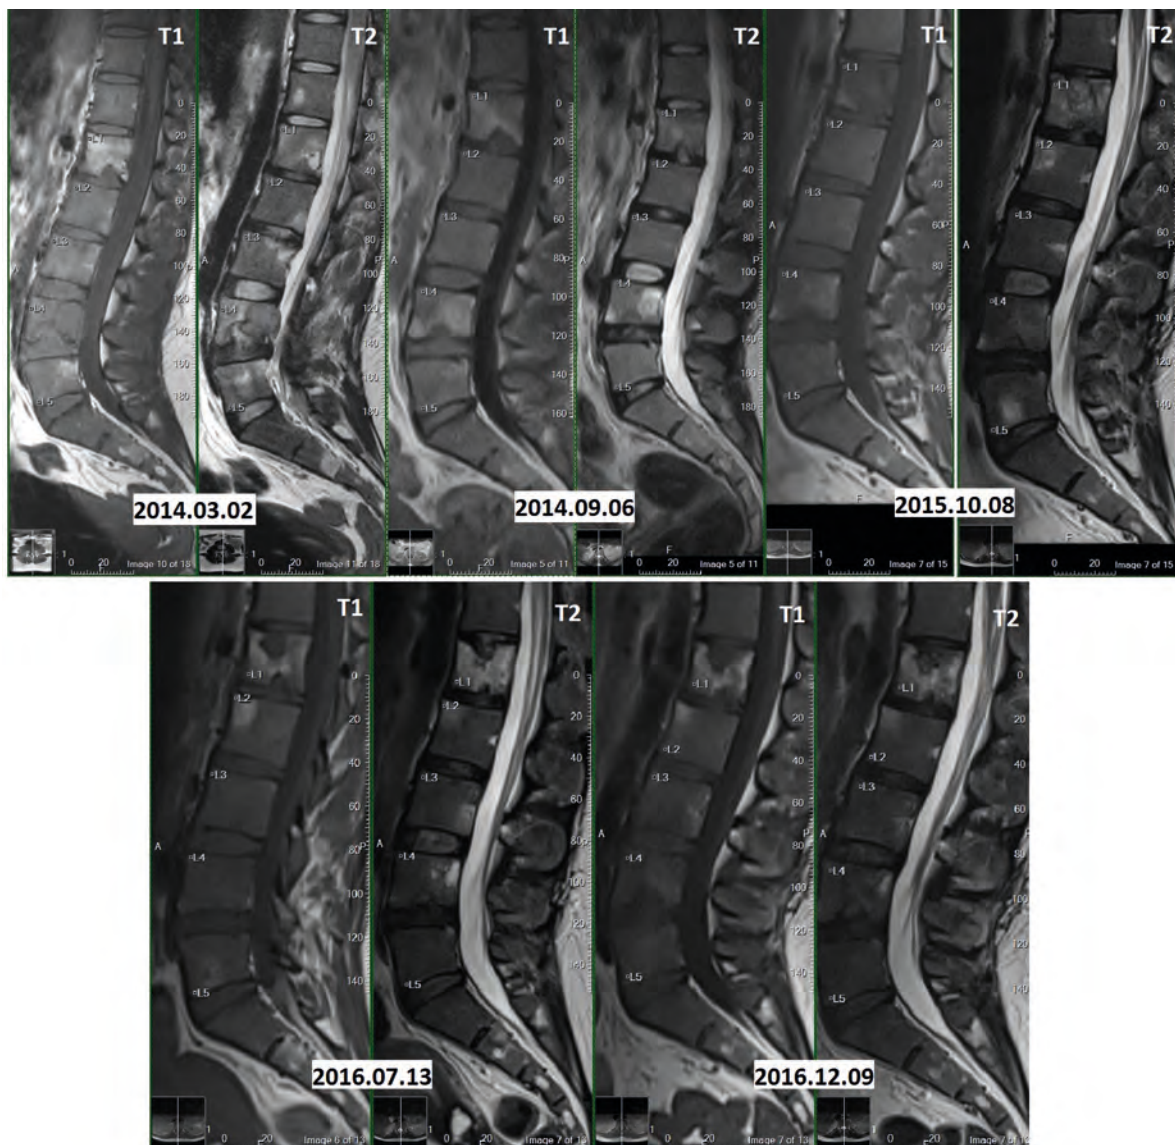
MRI IMAGEING OF LESIONAL DEVELOPENT IN TIME DURING THE FOLLOW-UP PERIOD
